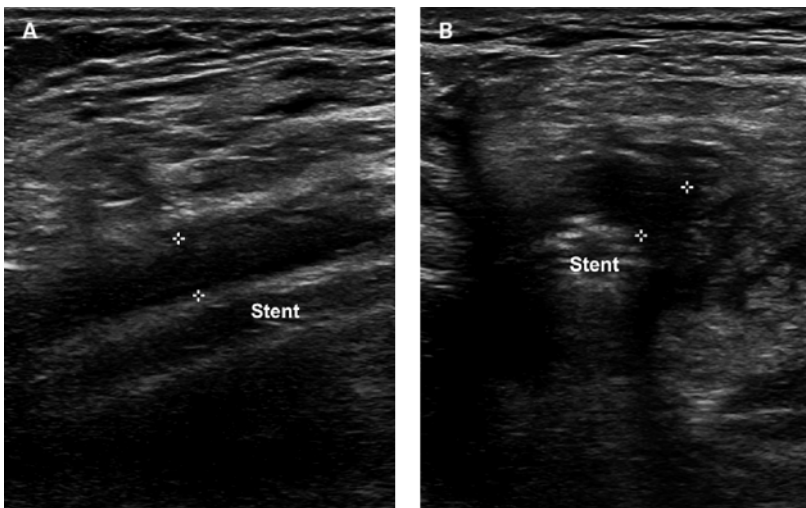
Duplex-Sonographie mit hypoechogenem Saum um den Stent (+ +); längs (A) und quer (B) dargestellt.
